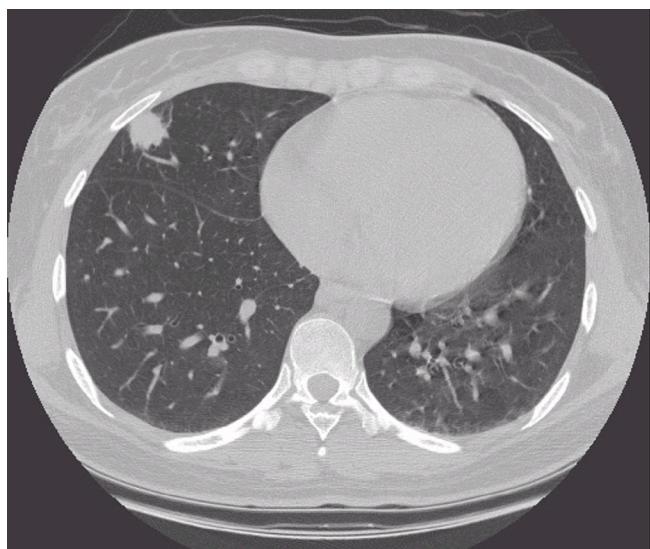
High resolution chest CT shows 1.8×1.6 cm sized single nodule in right middle lobe of lung.
